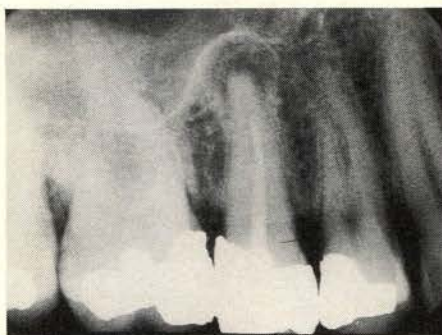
Op deze röntgenfoto is de in de sinus terechtgekomen radix aangegeven met een pijltje.
